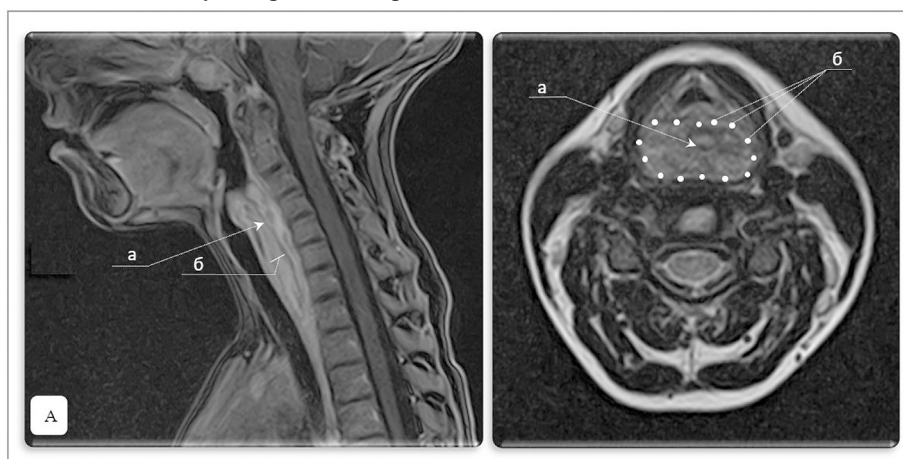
3А. Магнитно-резонансная томография: а) просвет пищевода; б) утолщенная стенка пищевода, по типу муфты С3-С5
